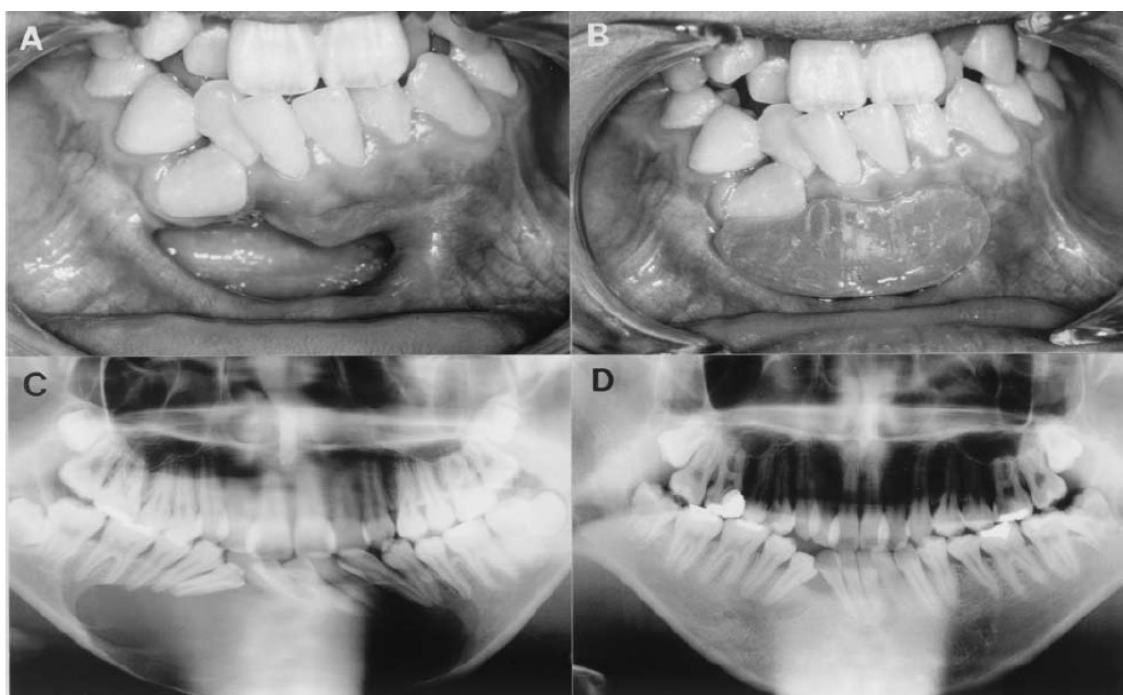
Queratoquisto unilocular de grande dimensão abrangendo o corpo mandibular, bilateralmente, sendo tratado com marsupialização e enucleação: A – janelar cirúrgica onde é possível observar a parede do quisto; B – foi utilizado um obturador, o paciente retira-o para poder irrigar a cavidade; Ortopantomografia: C - previamente à marsupialização; D – posteriormente (3 anos e 10 meses) à marsupialização, onde se observa formação óssea no corpo mandibular mas onde se encontra um defeito na região do dente 43, adaptado de Nakamura et al., 2002.
